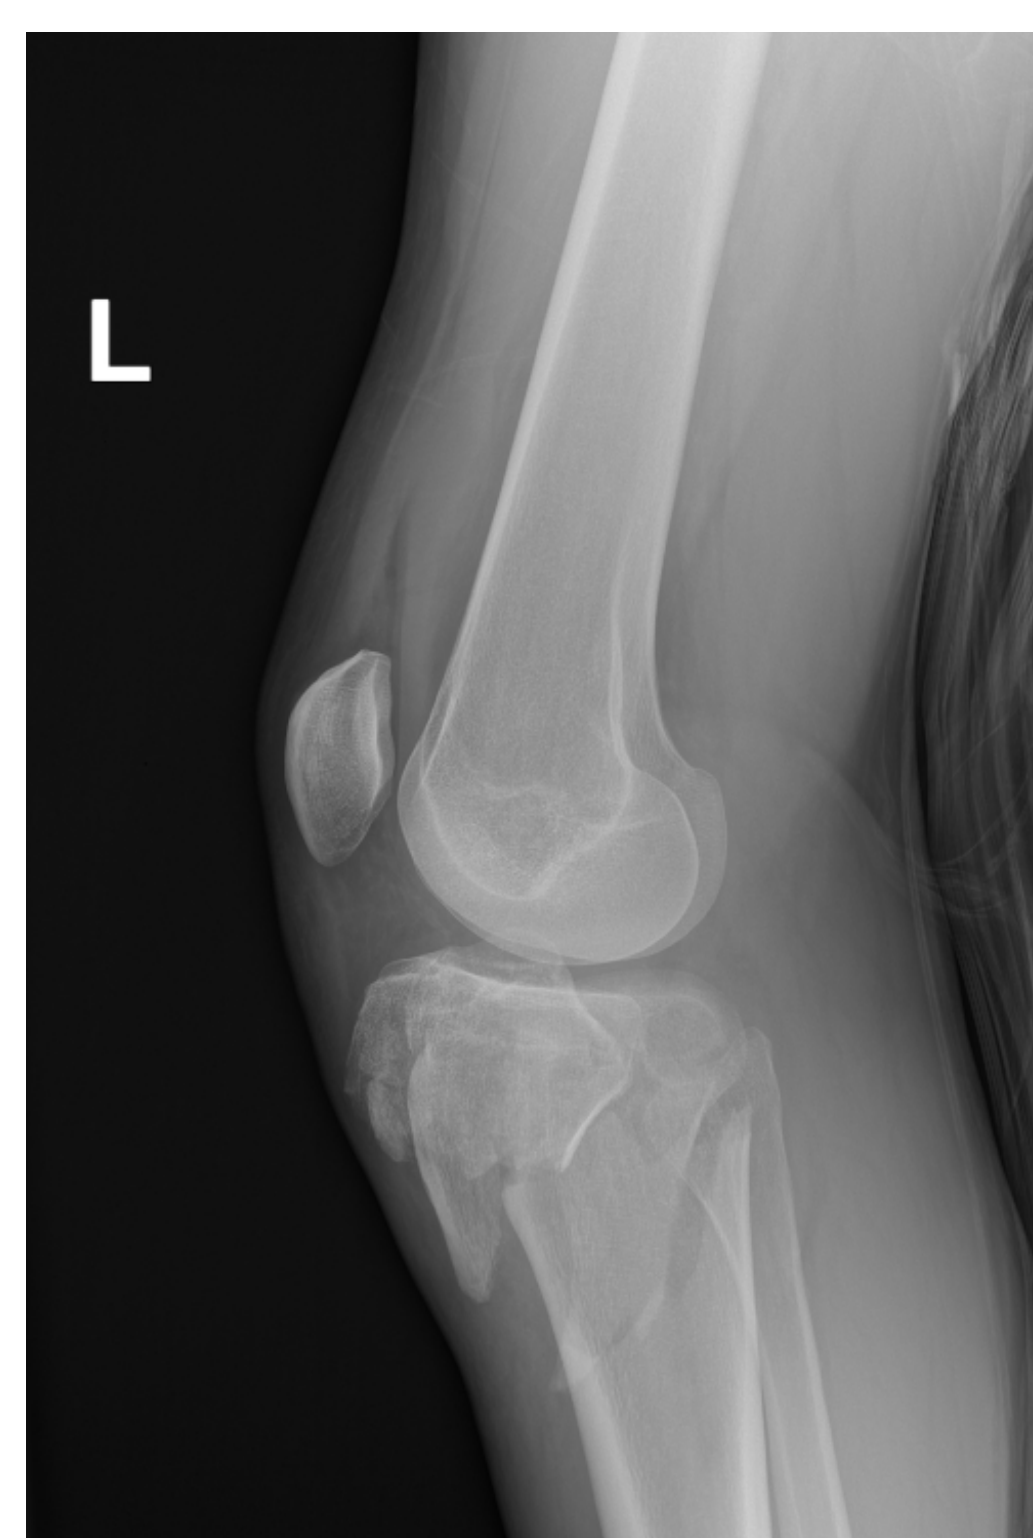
Radiografías iniciales AP y lateral
